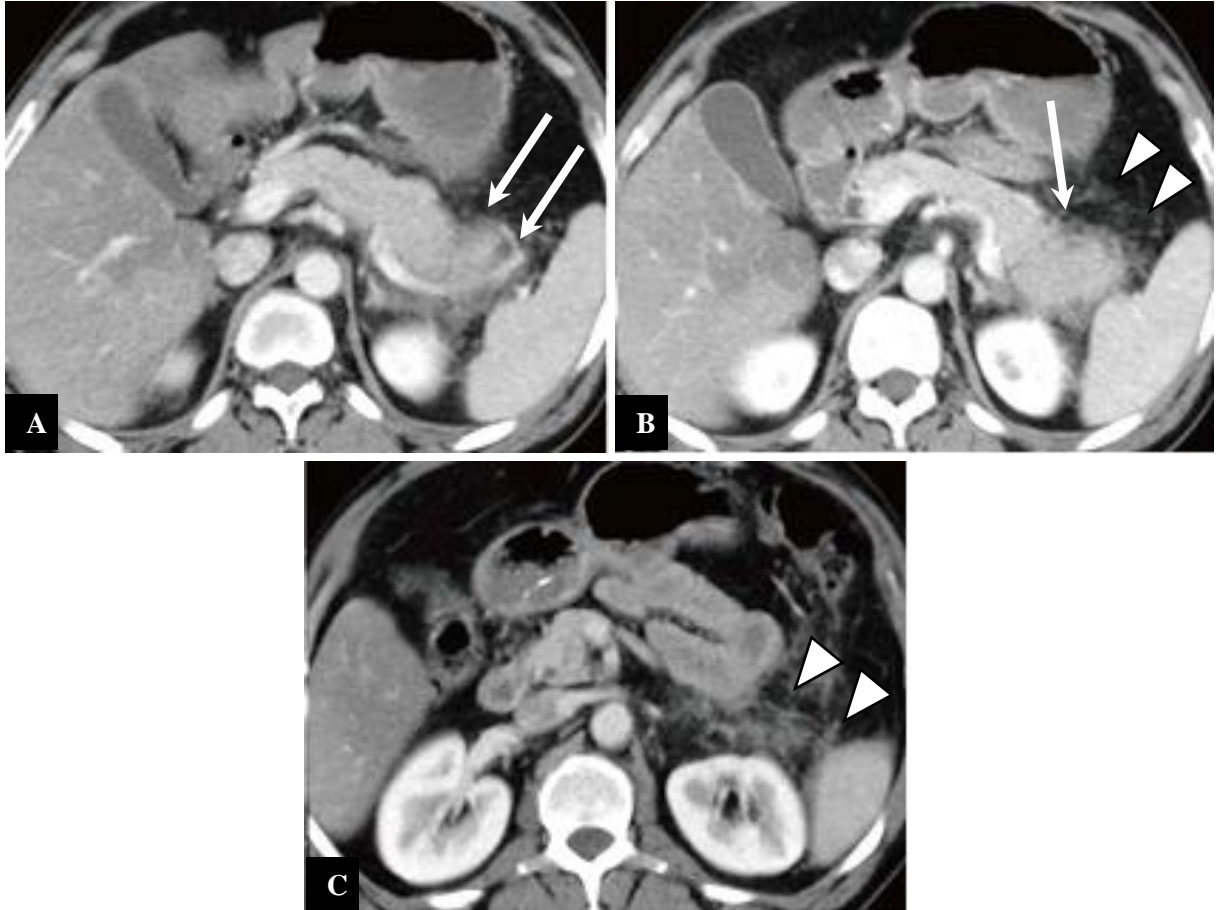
Pancréatite aiguë œdémateuse focale de la queue. TDM axiale injectée, met en évidence une hypertrophie caudale du pancréas (flèches) avec des limites floues et un rehaussement faible (A et B), associés à une densification de la graisse péri-pancréatique (têtes de flèches) s'étendant jusqu'à l'espace péri-rénal antérieur gauche (C) (275).
